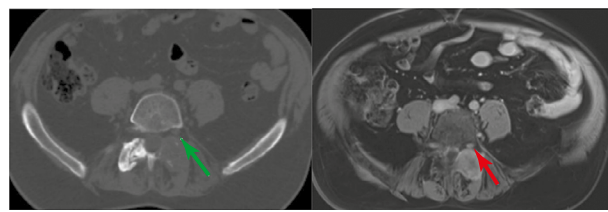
КТ и МРТ поясничного отдела позвоночника больного М. в аксиальном срезе до лечения (стрелками указана компрессия нервного корешка).
